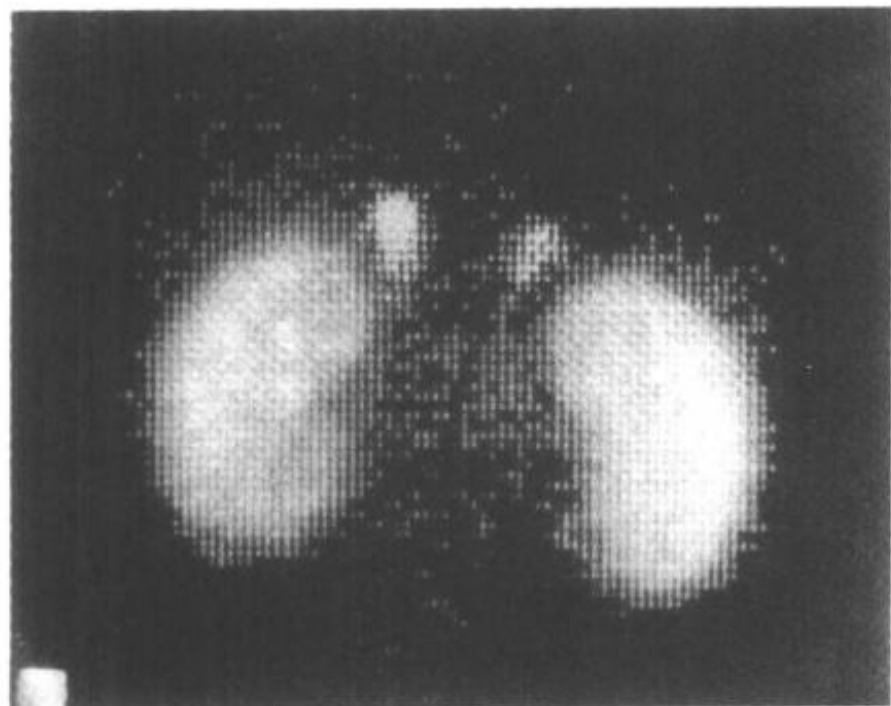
正常双肾上腺皮质 SPECT 显像
